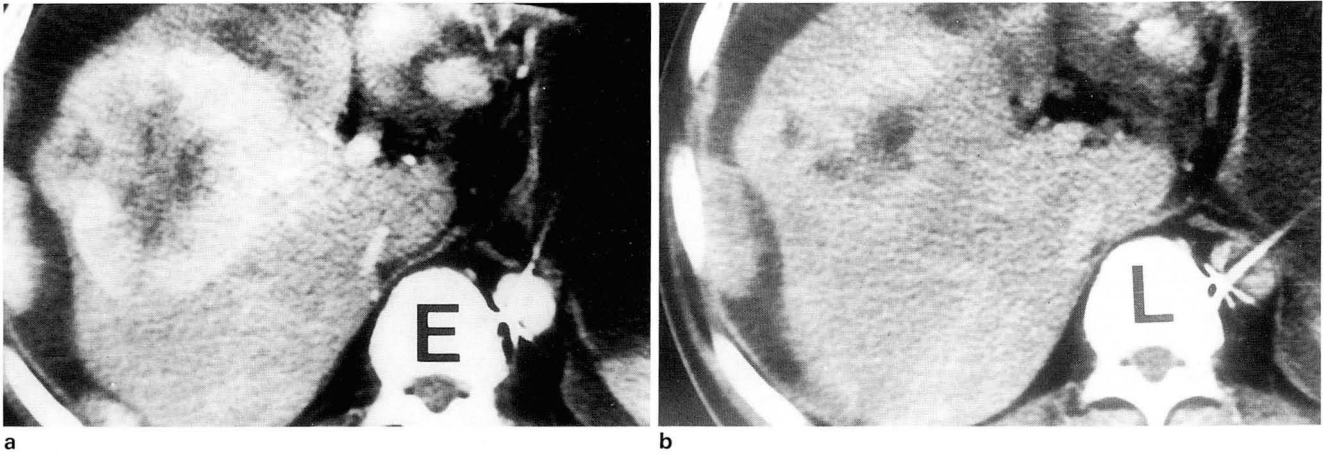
a. Early phase of bolus dynamic CT shows nearly hyperdense lesion representing hypervascular metastasis, example of type III.
